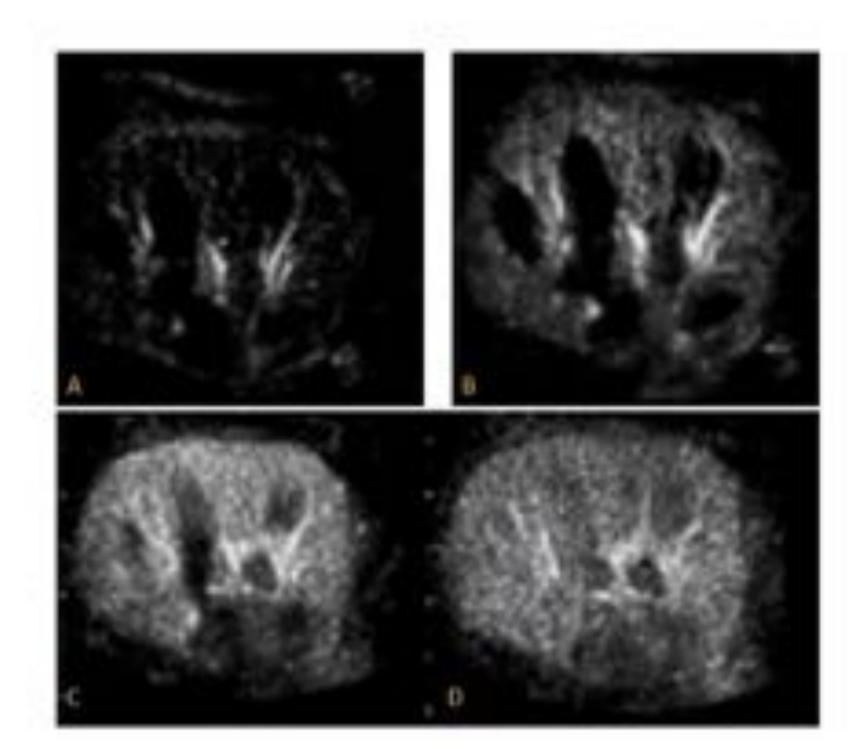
Fases de la ecografía con contraste: A) Fase arterial. Se visualiza contraste en las arterias arcuatas entre las pirámides hipoecogénicas. B) Fase cortical. Se observa captación de la corteza renal persistiendo las pirámides renales hipoecogénicas. C y D) Fase parenquimatosa. Se produce homogeneización de la captación de contraste, captando también contraste la pirámides renales, por lo que no se distinguen claramente del parénquima renal.
